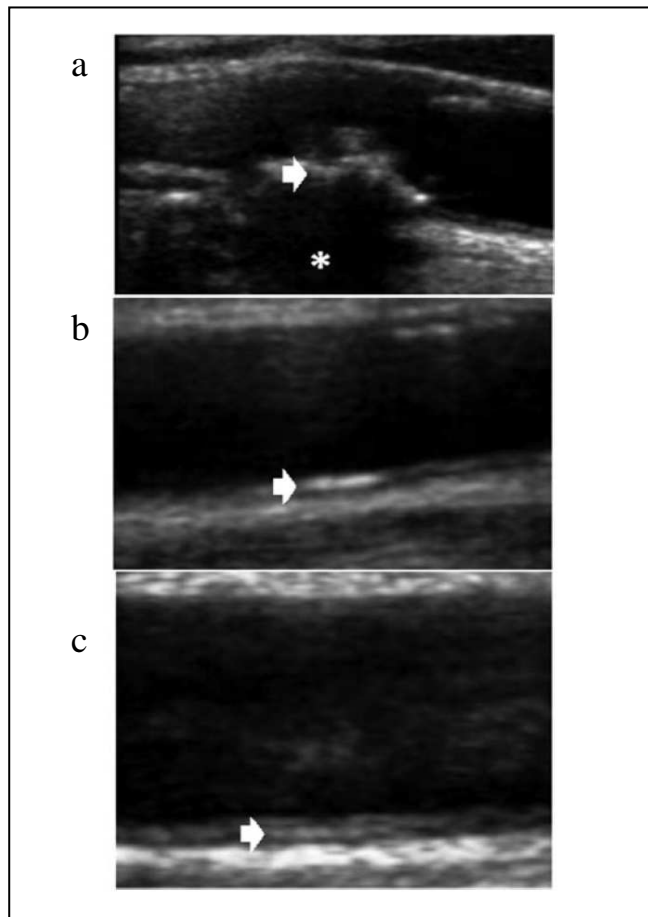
Calcificación diagnosticada por ecografía carotídea: a) Placa de ateroma calcificada; b) Calcificación capa íntima; c) Calcificación capa media
